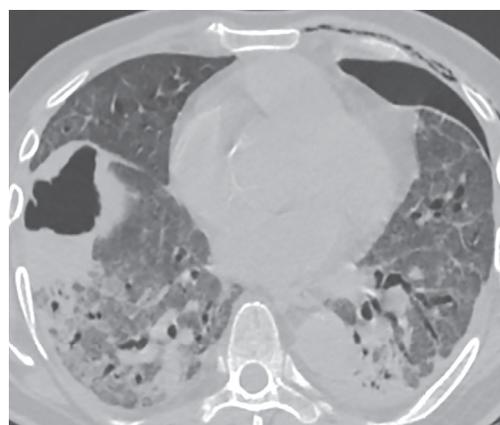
МСКТ органов грудной клетки больного Г. 63 лет с COVID-19, КТ-4, стадия консолидации, абсцесс правого легкого
